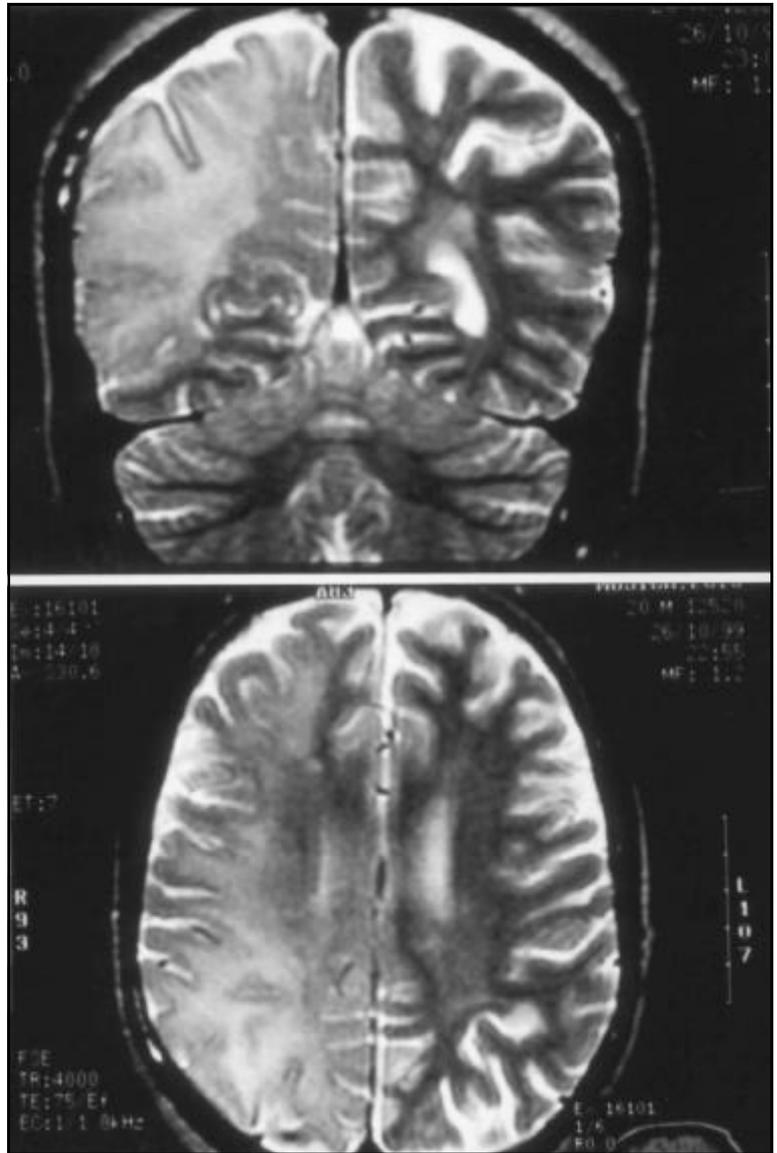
RM encefálica en T2 que muestra área de aumento de señal difusa y extensa a nivel de ambos hemisferios predominando claramente del lado derecho.
